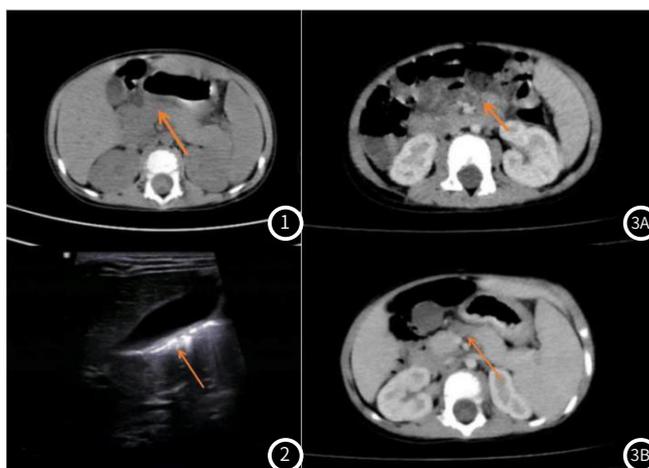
2023年7月1日患儿腹部平扫CT:可见胰腺周围脂肪间隙较模糊。图2 2023年7月3日患儿腹部彩超:可见胰腺形态饱满。图3 2023年7月6日患儿腹部增强CT:图3A、图3B可见胰周略毛糙,肠系膜血管周围脂肪间隙浑浊。
